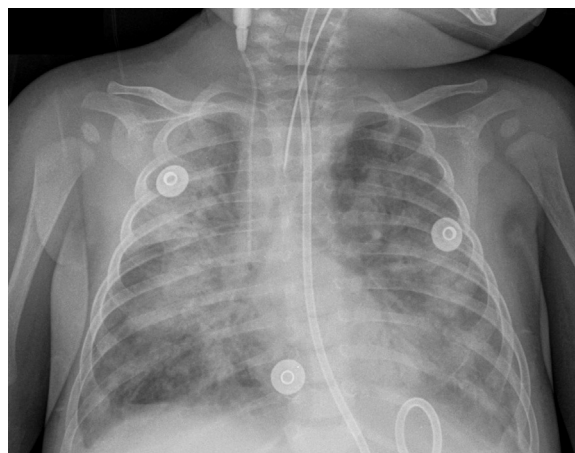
Radiografía de tórax anteroposterior con infiltrados intersticiales bilaterales.
